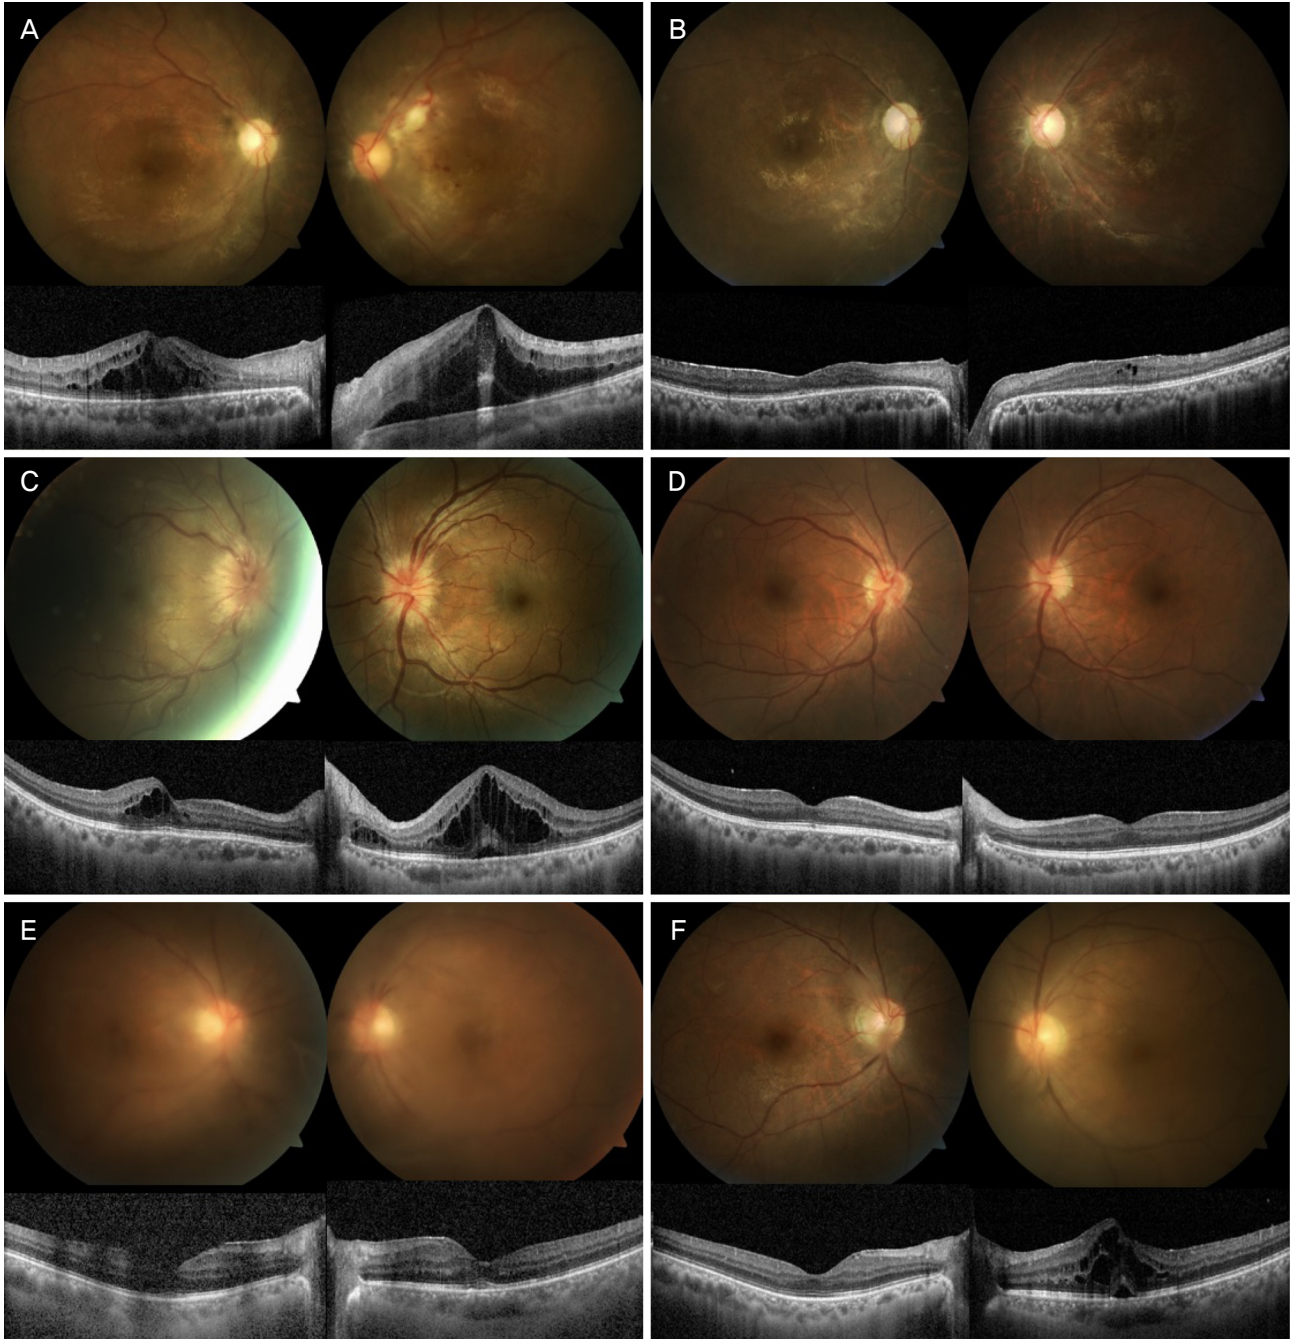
Fundus photography and optical coherence tomography of three patients. In patients 15 with Behcet's disease, (A) vitreous haze and retinal vasculitis and cystoid macular edema were observed at baseline, but (B) complete resolved at 6 months after Adalimumab (Humira®, AbbVie) treatment. In patients 10 with Vogt-Koyanagi-Harada disease, (C) bilateral vitreous opacity and cystoid macular edema were observed with papillitis at baseline, but (D) resolved after Adalimumab (Humira®, AbbVie) treatment. In patients 12 with idiopathic uveitis, (E, F) the right eye improved vitreous haze and decreased retinal edema, but cystoid macular edema occurred in the left eye (relapse development).
